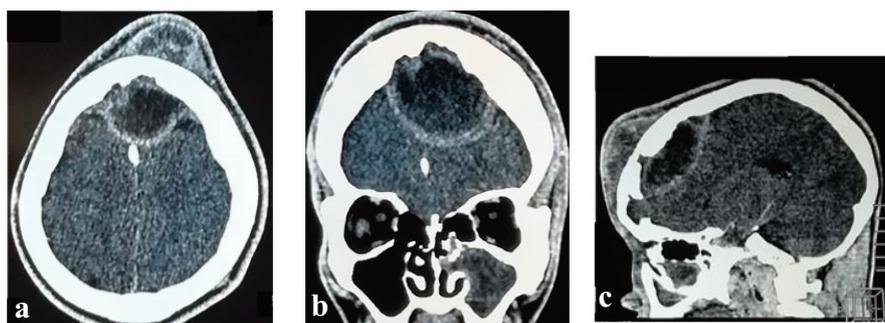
Coupes axiale (A), coronale (B) et sagittale (C) d'une TDM cranio-encéphalique et des sinus de la face avec injection montrant un empyème extradural frontal avec une collection suppurée sous cutanée et une ostéite associée compliquant une sinusite fronto-maxillaire gauche.
